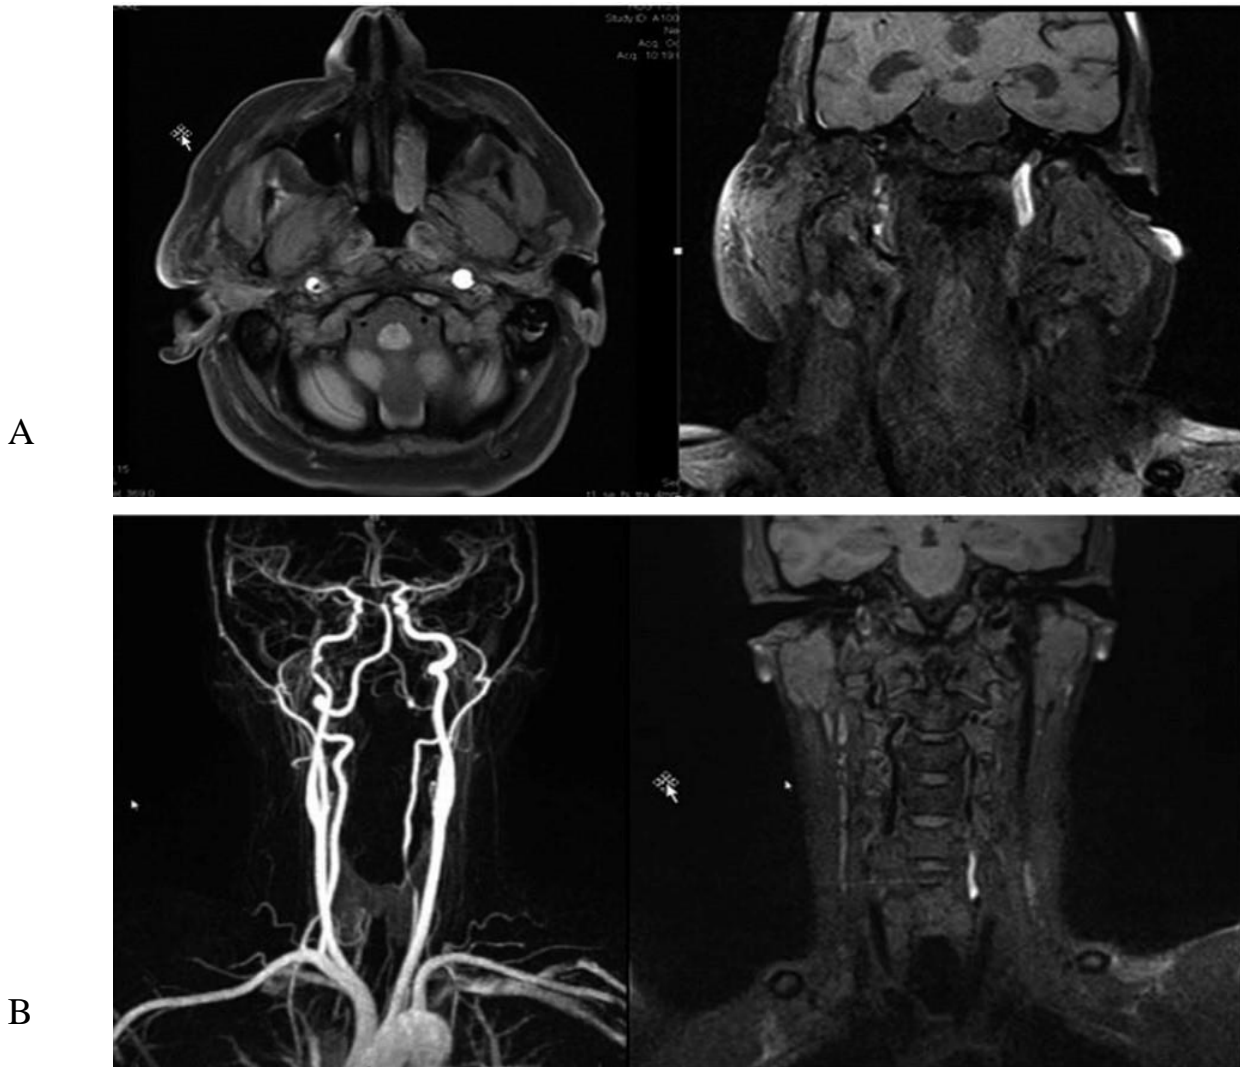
IRM des TSA montrant une dissection de la carotide interne
